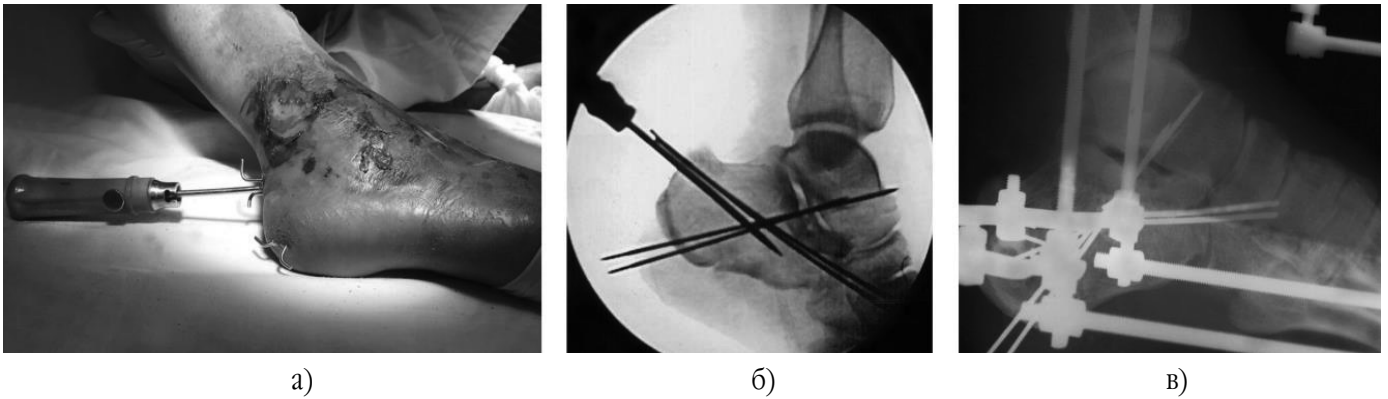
Зовнішній вигляд стопи після ЗОІР (а), контрольні результати репозиції ЕОП (б) та на рентгенограмі в боковій проекції (в) після комбінованого остеосинтезу язикоподібного перелому п'яткової кістки
